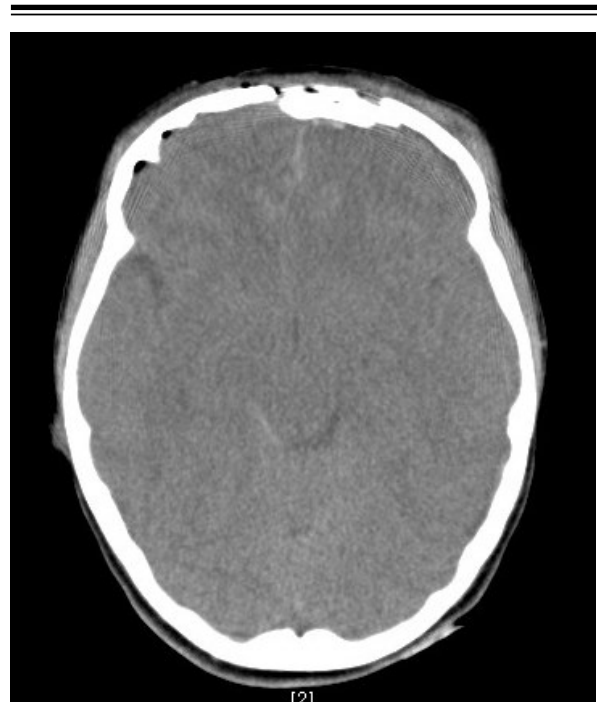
TAC de cráneo sin contraste. Fractura con múltiples trazos frontal, acabalgamiento del fragmento intermedio. Colección hemática extra axial frontal izquierda de 4 mm, que se extiende a través de la línea media, signos de HSA en surcos parasagitales frontales. Contusiones hemorrágicas frontales bibasales. Burbujas de neumoencefalo. Presencia enfisema celular subcutáneo. Contusión-hematoma de partes blandas frontal derecha
